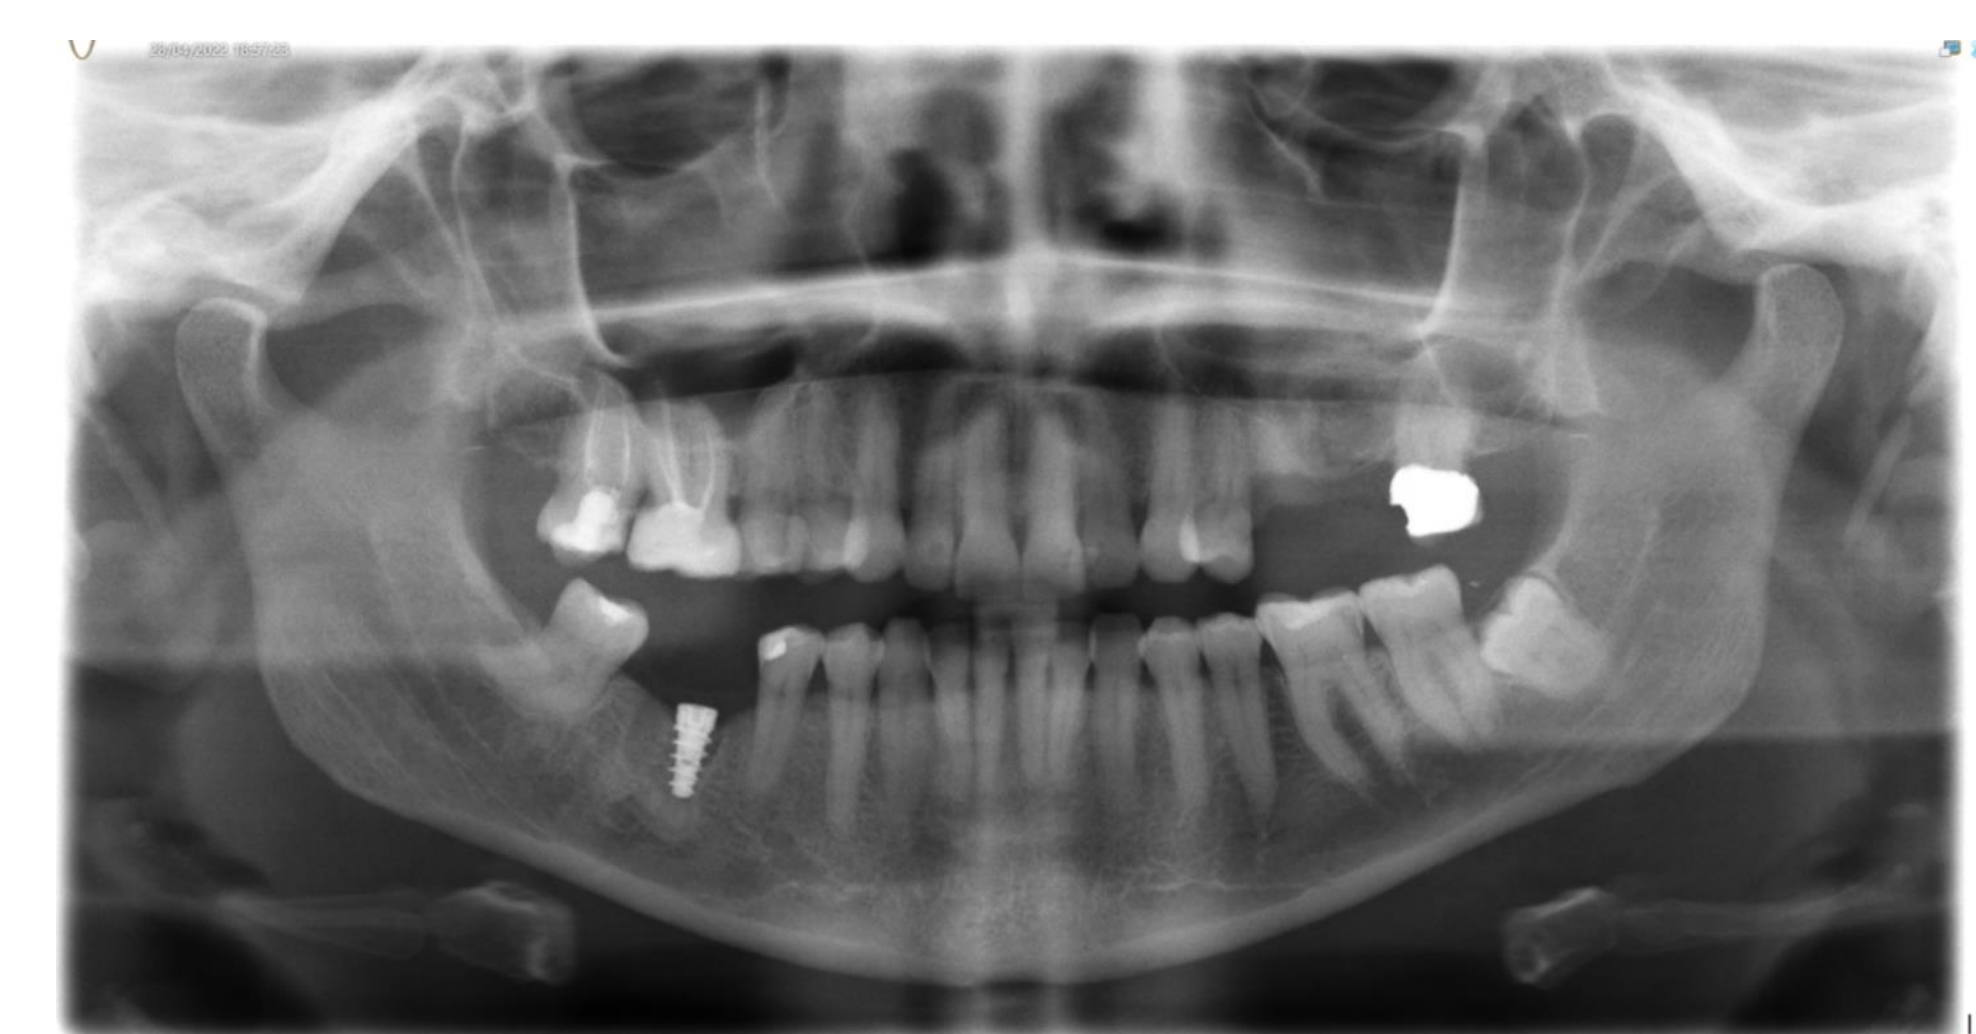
Ortopantomografia inicial
